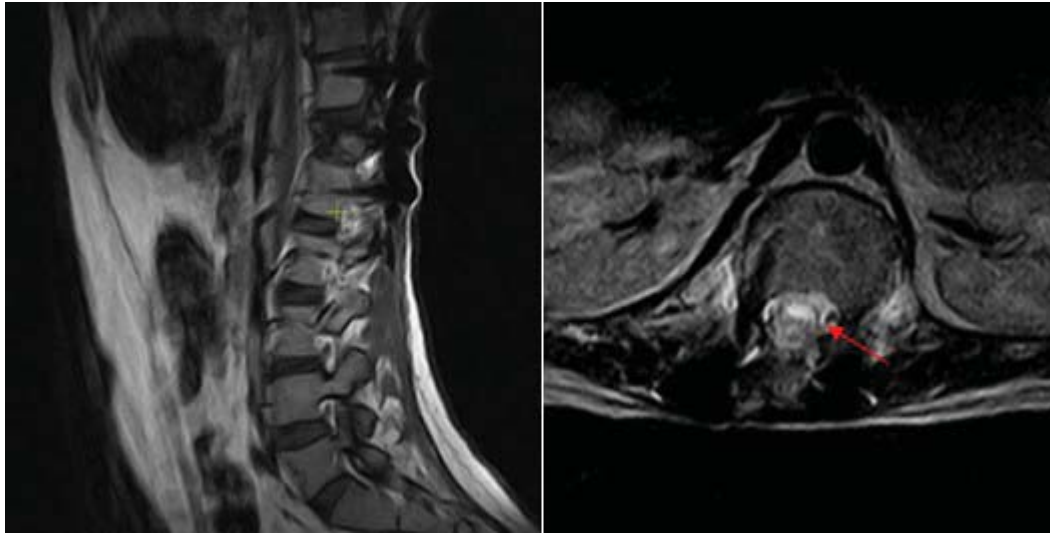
МРТ грудного, поясничного отделов позвоночника (T2 mDIXION TSE режим) после операции – транспедикулярной фиксации Th11-L1, стрелкой указано псевдоменингоцеле
